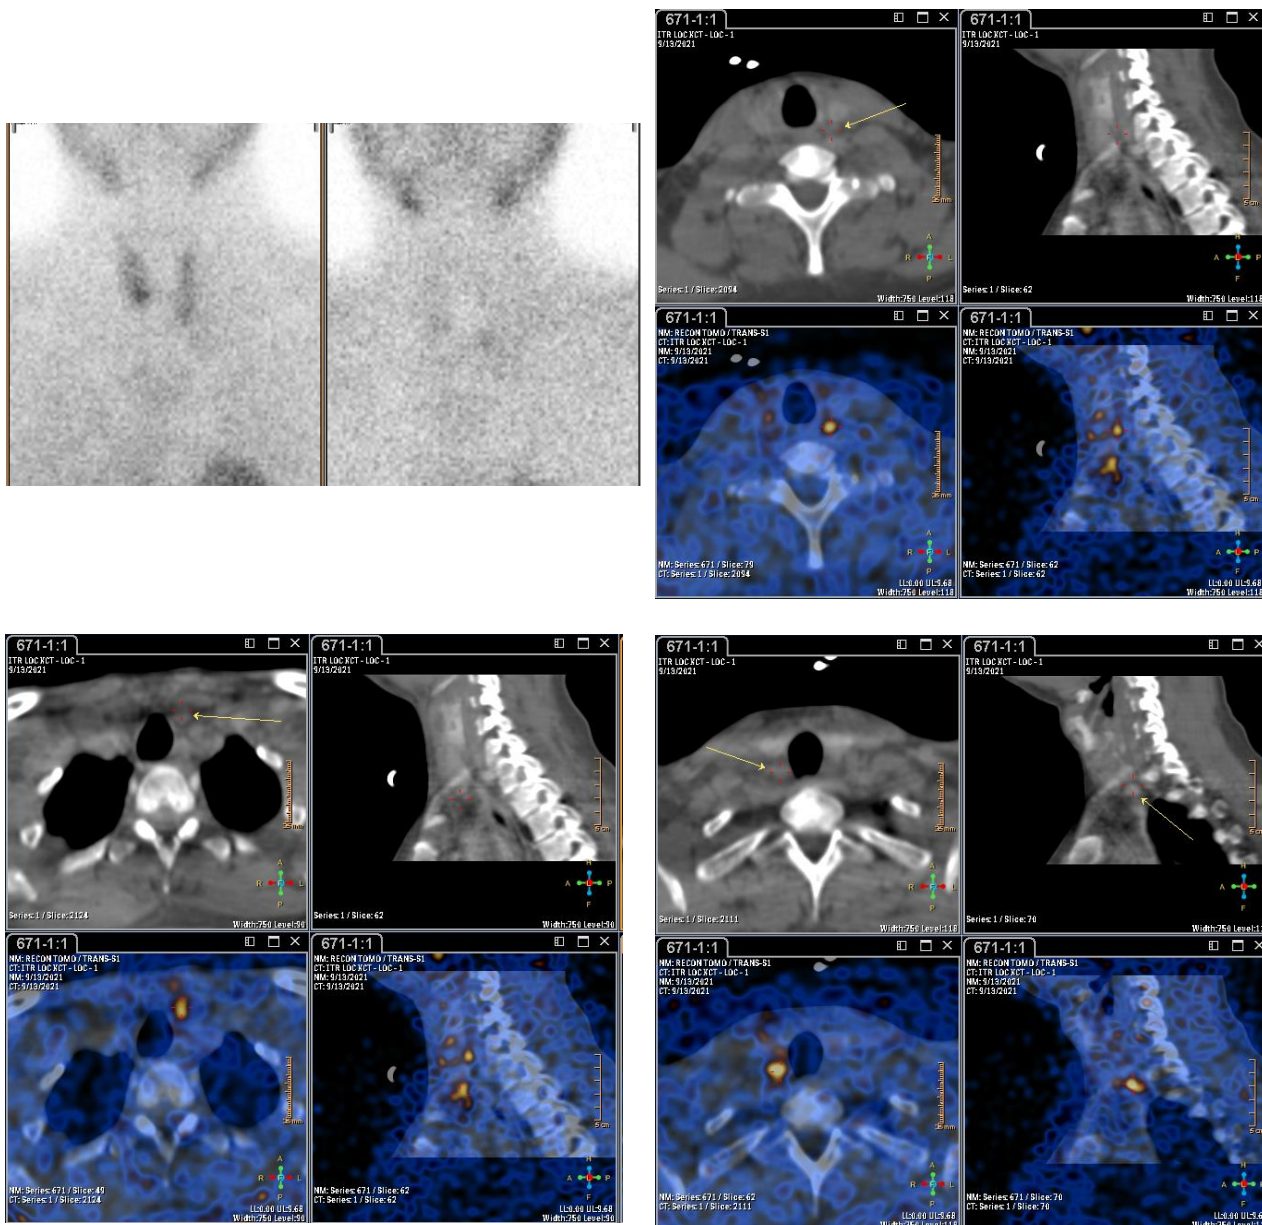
Результаты сцинтиграфии и ОЭКТ/КТ ПЩЖ пациента К., 30 л. По данным планарного исследования – Grade 1-2. По данным ОЭКТ/КТ – очаги накопления РФП по задней поверхности левой доли ЩЖ на уровне средней её трети, книзу от нижнего полюса левой доли ЩЖ, кзади от нижней трети правой доли ЩЖ паратрахеально (признаки гиперплазии/аденомы левой верхней, левой нижней, правой нижней ПЩЖ). Правая верхняя ПЩЖ не визуализируется и может быть кандидатом для аутотрансплантации.
